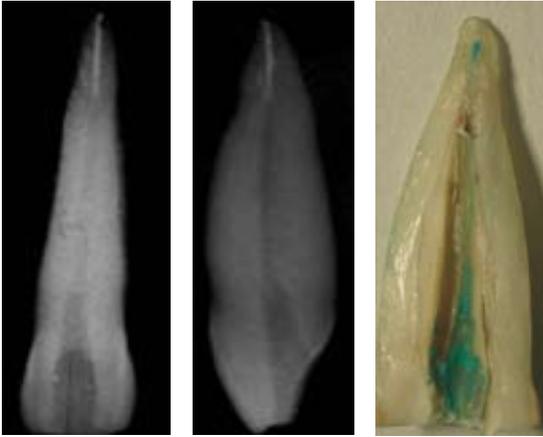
Radiografías en sentido vestibulo palatino y próximo proximal de elemento dentario grupo 1. Obsérvese la cantidad de sellador remanente en las paredes del conducto radicular pintado de verde.
